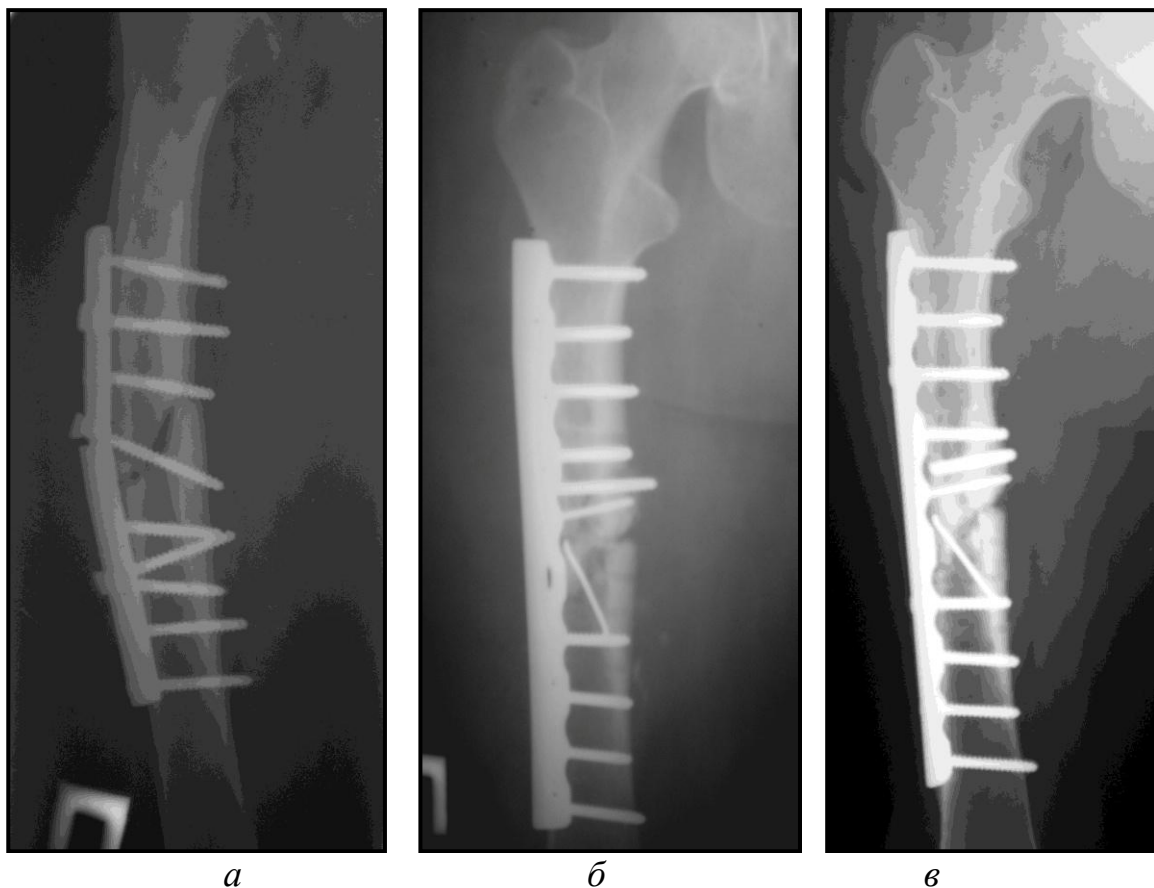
Рентгенограммы правой бедренной кости больной Т. 21 года, и/б №10972.
